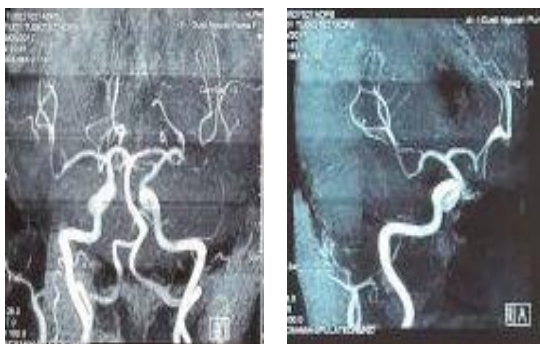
Gambaran *Magnetic Resonance Imaging* kepala pasien
